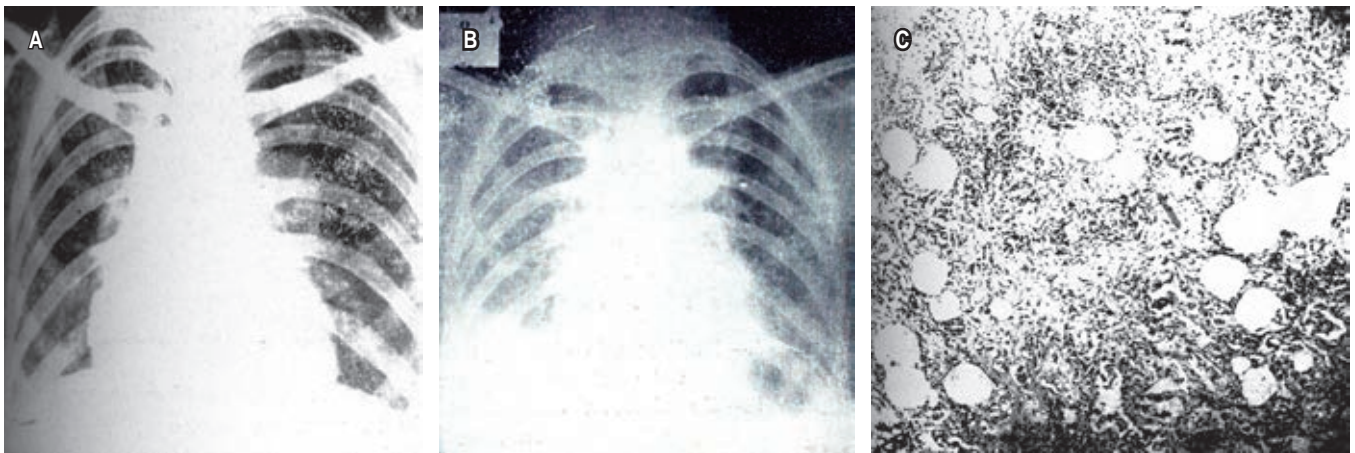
Imágenes originales del artículo publicado en *Rev Mex Tuberc* en 1956: «Fibrosis pulmonar intersticial difusa» de F. Marroquín, de la Unidad de Patología de la Escuela de Medicina de la UNAM, en el Hospital General de México.¹ Se presentan dos radiografías de tórax, A) una inicial, que evidencia opacidades reticulares difusas de predominio en las bases pulmonares y B) una posterior, que muestra progresión de las opacidades reticulares y la aparición de micronódulos. C) Una de las microfotografías de tejido pulmonar que revela engrosamiento marcado de los tabiques alveolares, edema, fibrosis e infiltración inflamatoria.
